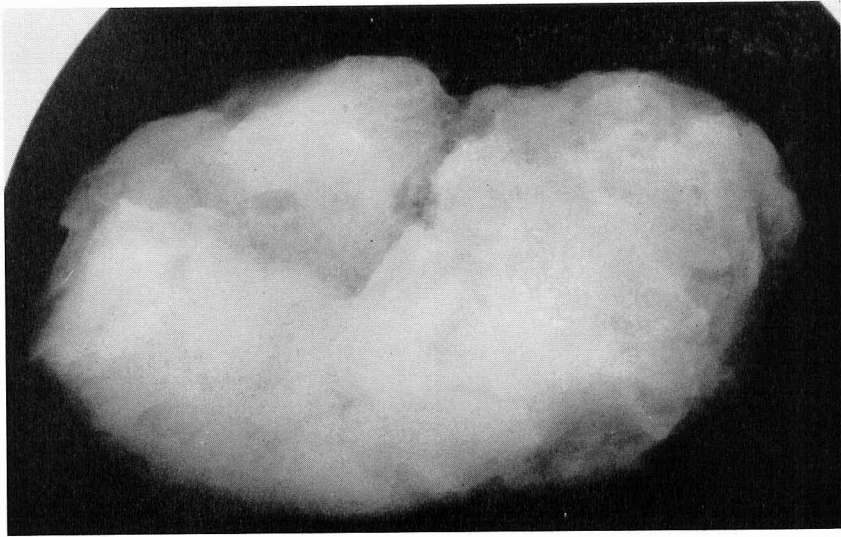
症例3の摘出乳腺組織のX線写真。大小不同の微小石灰化像を多数認める。
